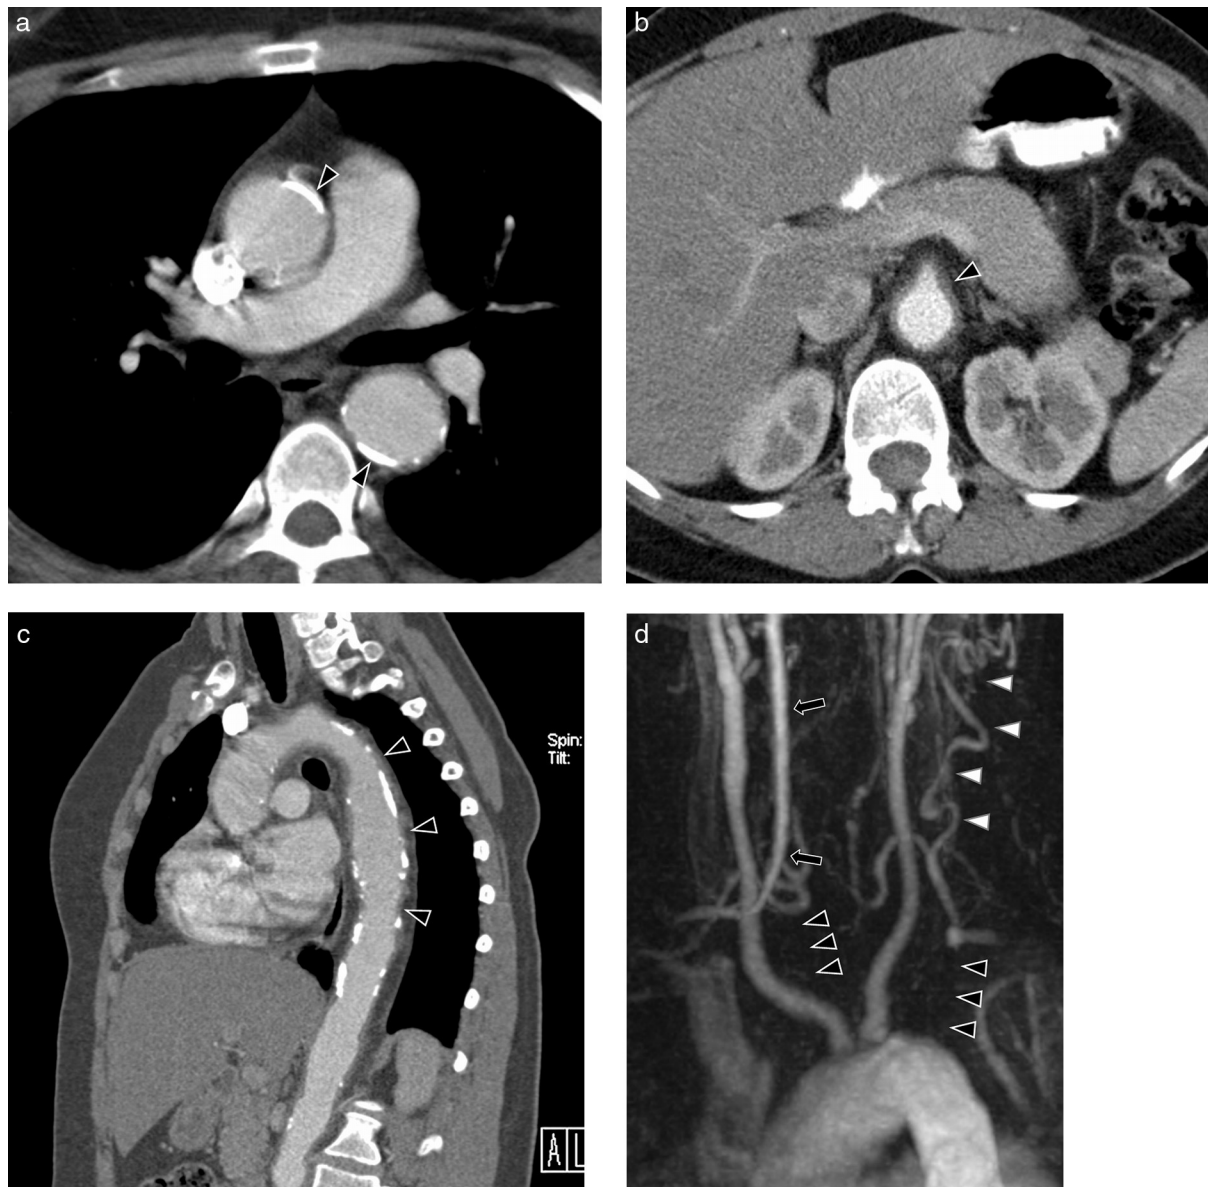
Arteritis de Takayasu en mujer de 34 años. a) Imagen axial de TC con contraste que muestra dilatación e importante calcificación de las paredes de la aorta torácica ascendente y descendente (cabezas de flecha). b) Corte axial de TC con contraste. Engrosamiento de la pared de la aorta abdominal y del ostium de la arteria mesentérica superior (cabeza de flecha). c) Reconstrucción MPR sagital. Irregularidad parietal (cabezas de flecha) y extensa calcificación de la aorta. d) Reconstrucción MIP coronal de angio-RM de troncos supraaórticos. Oclusión completa de ambas arterias subclavas en sus porciones prevertebrales (cabezas de flecha negras) con recanalización posterior en el lado izquierdo por arterias cervicales (cabezas de flecha blancas) y en el lado derecho por la arteria vertebral (flecha).
